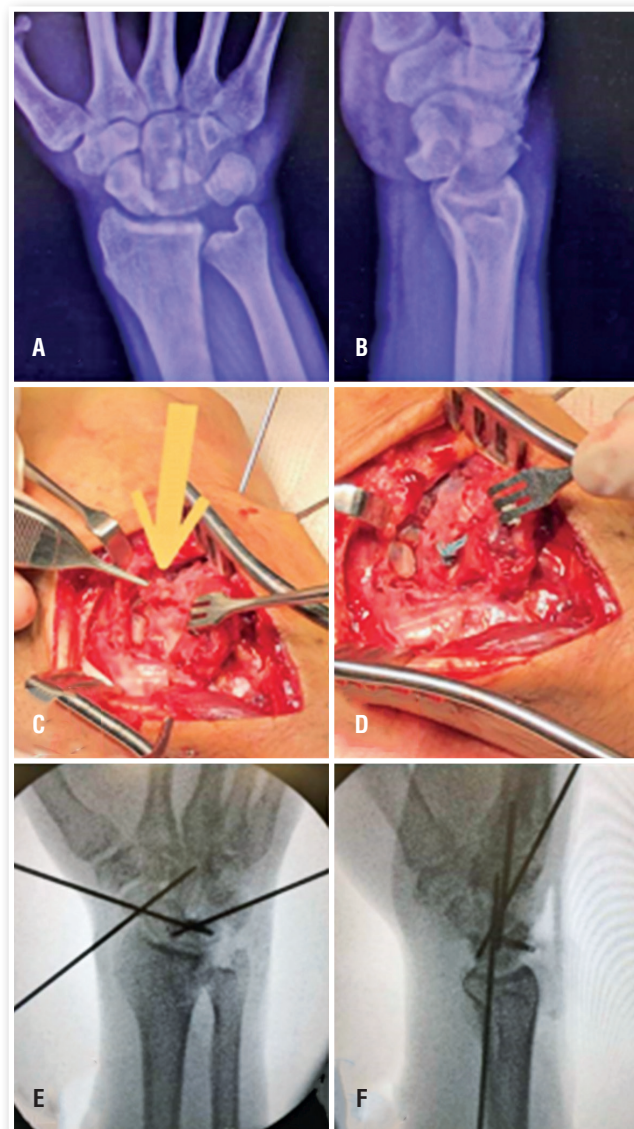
(A) radiografia anteroposterior (AP) pré-operatório; (B) radiografia em perfil (P) pré-operatório; (C) Lesão em ligamento ES identificada; (D) ligamento ES reparado com âncora; (E-F) radiografias AP + P (intensificador de imagens).
